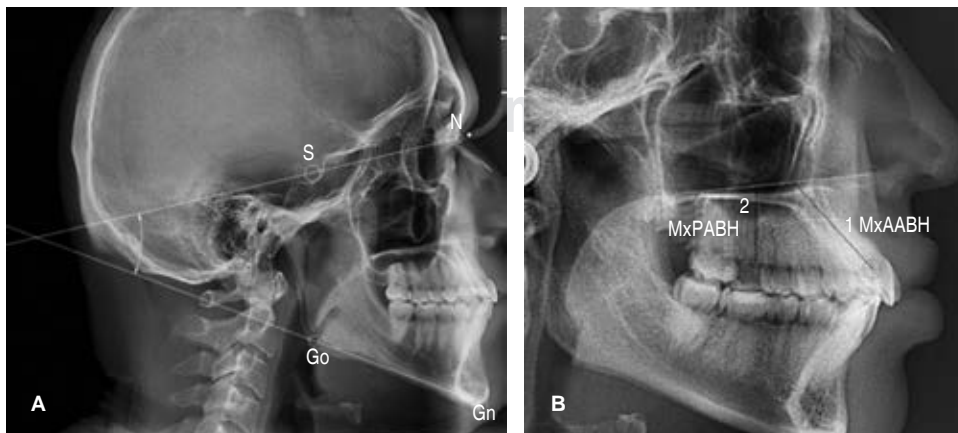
Radiografía cefálica lateral de cráneo medida en AutoCAD®. A) Planos para la determinación del patrón facial. B) Determinación de puntos para la medición de la altura maxilar anterior y posterior.
